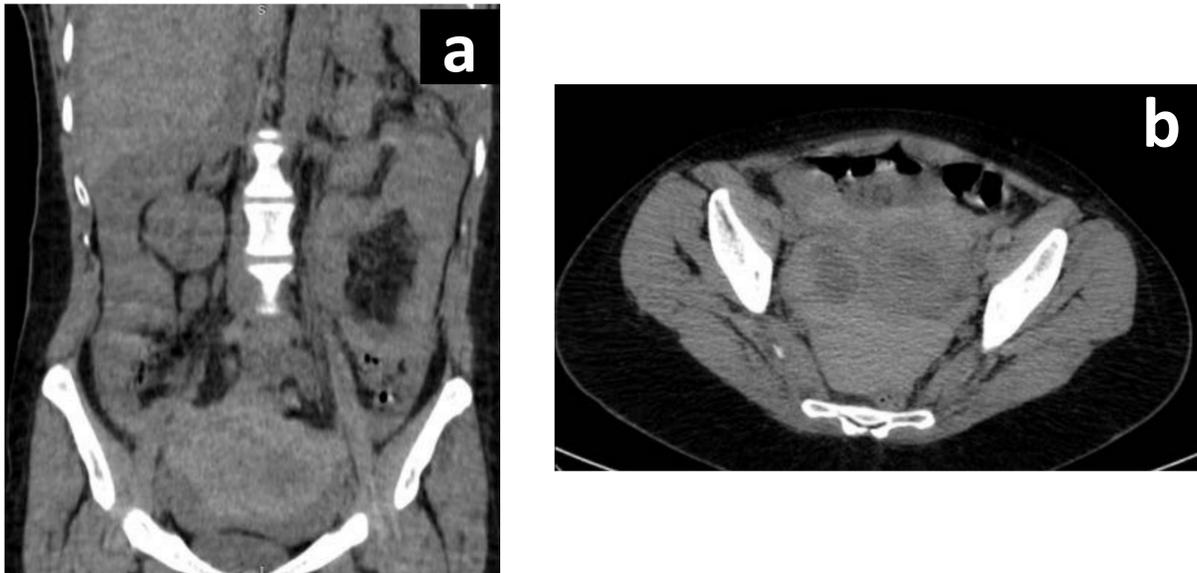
(a y b). Mujer de 37 años con dolor abdominal y signos de irritación peritoneal. TC sin contraste iv. donde se identifica líquido libre de alta densidad (42 UH) perihepático, periesplénico, en ambas gotieras parietocólicas y en pelvis compatible con hemoperitoneo. El anejo derecho presenta una lesión quística que fue compatible con cuerpo lúteo hemorrágico.
